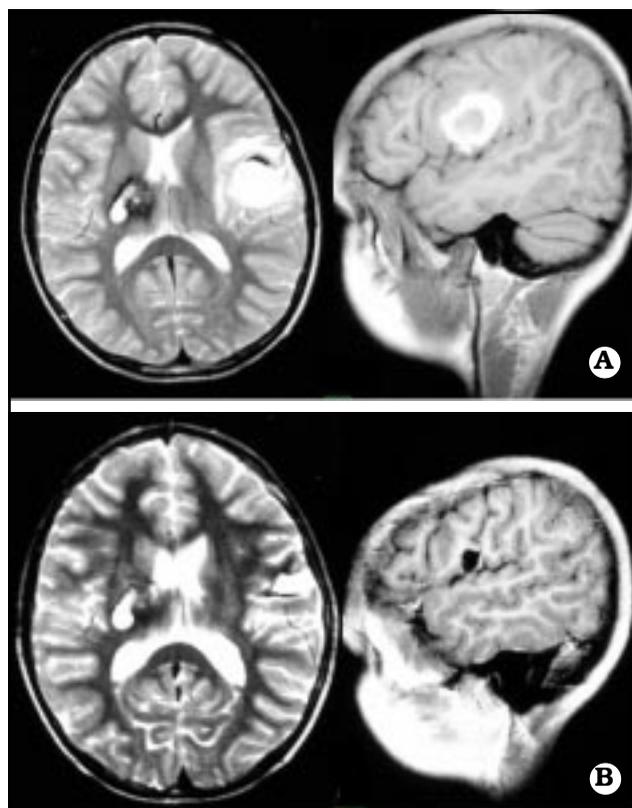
A. IRM pre quirúrgica con cavernomas múltiples, el frontotemporal izquierdo producía epilepsia, el talámico derecho sangró 9 años antes. B. IRM postexéresis del cavernoma frontotemporal izquierdo.
